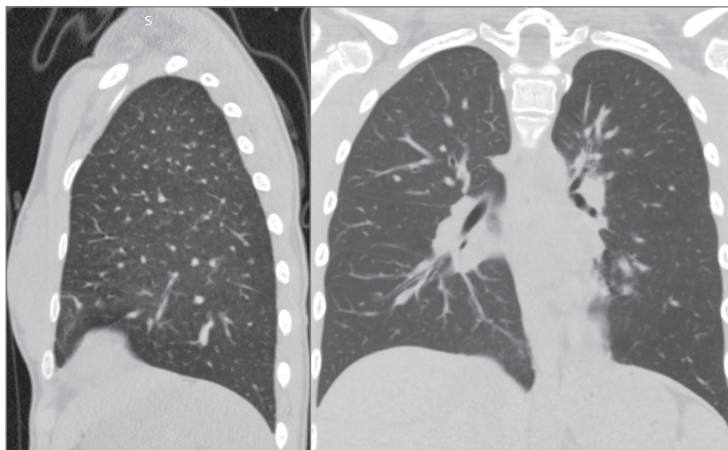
КТ ОГП через 6 місяців після операції
